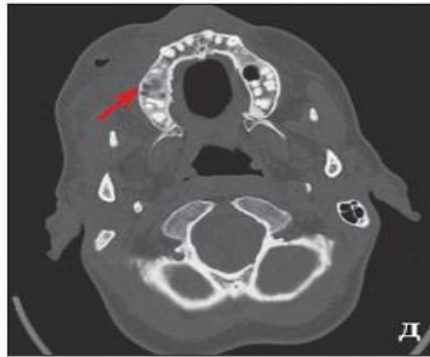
Пациентка Р., 37 лет. Диагноз: субпериостальный абсцесс нижней стенки правой орбиты, одонтогенный гнойный гайморозтмоидит, тромбофлебит вен лица, остеомиелит верхней челюсти, состояние после экстракции 16 зуба (3 суток назад): а) при поступлении; б) 1 сутки после операции: под- и наднадкостничная орбитотомия, вскрытие тромбофлебита лица, гайморозтмоидотомия, ревизия верхней челюсти; в) 7 сутки после операции. Лучевые методы исследования: г) рентгенограмма орбит и придаточных пазух носа, передняя полуаксиальная проекция: затемнение правой верхнечелюстной пазухи. Компьютерная томограмма, аксиальная (д, ж) и фронтальная (е) проекции: д) экссудат в проекции лунки удаленного 16 зуба верхней челюсти справа; е) деструкция (разрежение) губчатой костной ткани верхней челюсти в проекции лунки удаленного 16 зуба, экссудат в гайморовой пазухе, деструкция нижней стенки орбиты, экссудативная отслойка периоста с пузырьками воздуха вдоль нижней стенки орбиты справа; ж) инородное тело - фрагмент корня зуба в правой верхнечелюстной пазухе, верифицированный на операции.
